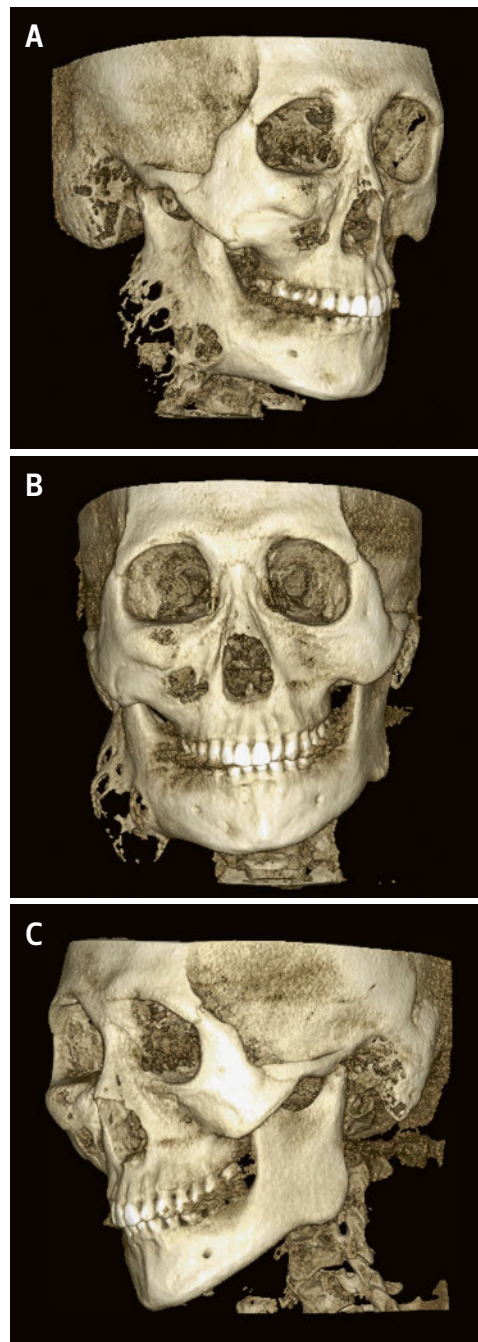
Die dreidimensionale Bildrekonstruktion der digitalen Volumentomografie zeigt eine generelle ossäre Volumenzunahme im rechten Gesichtsbereich, betont aber im Unterkiefer rechts im Kieferwinkel. Der Knochen scheint dort deutlich weniger gereift und verkalkt (A: rechte Seite; B: frontale Ansicht; C: linke Seite).
